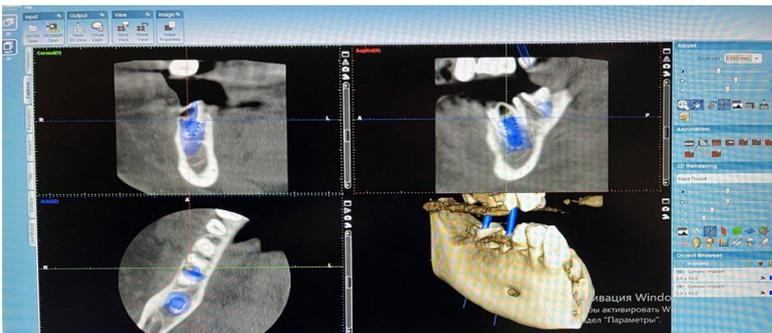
Комп'ютерна томографія в трьох проєкціях з 3D моделлю
